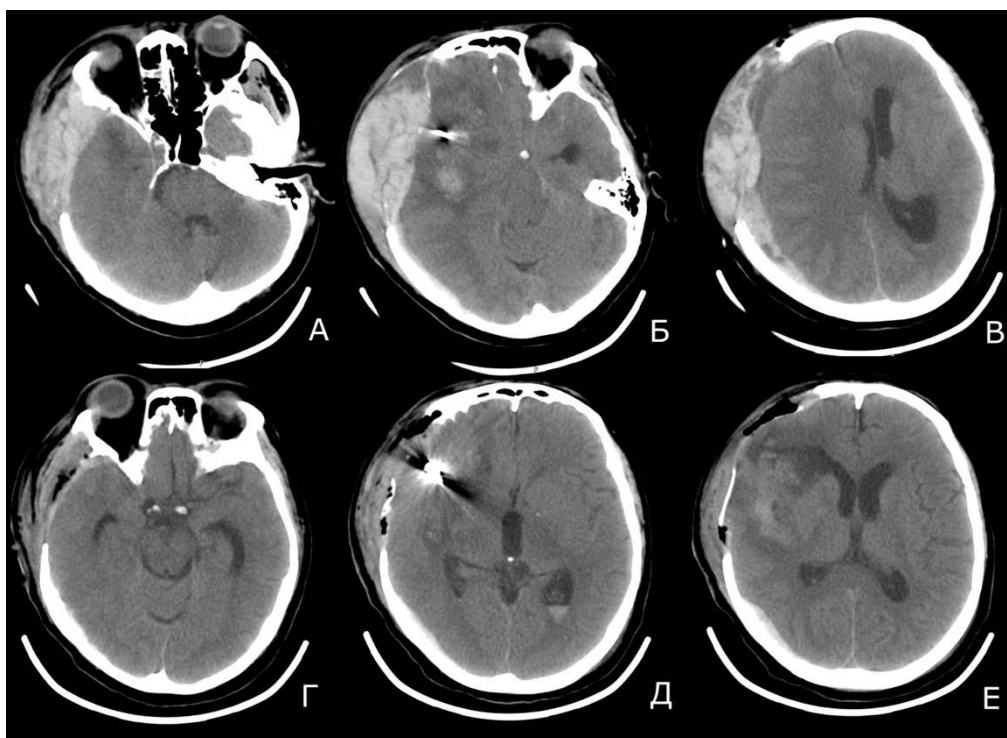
А, Б, В — по данным аксиальной КТ головы отмечается эпидуральная и субдуральная гематома справа, выраженный гипертензионно-дислокационный синдром, ущемление ствола головного мозга (Б). Г, Д, Е — после операции удаления гематомы, отсутствие дислокации, охватывающая цистерна прослеживается.
